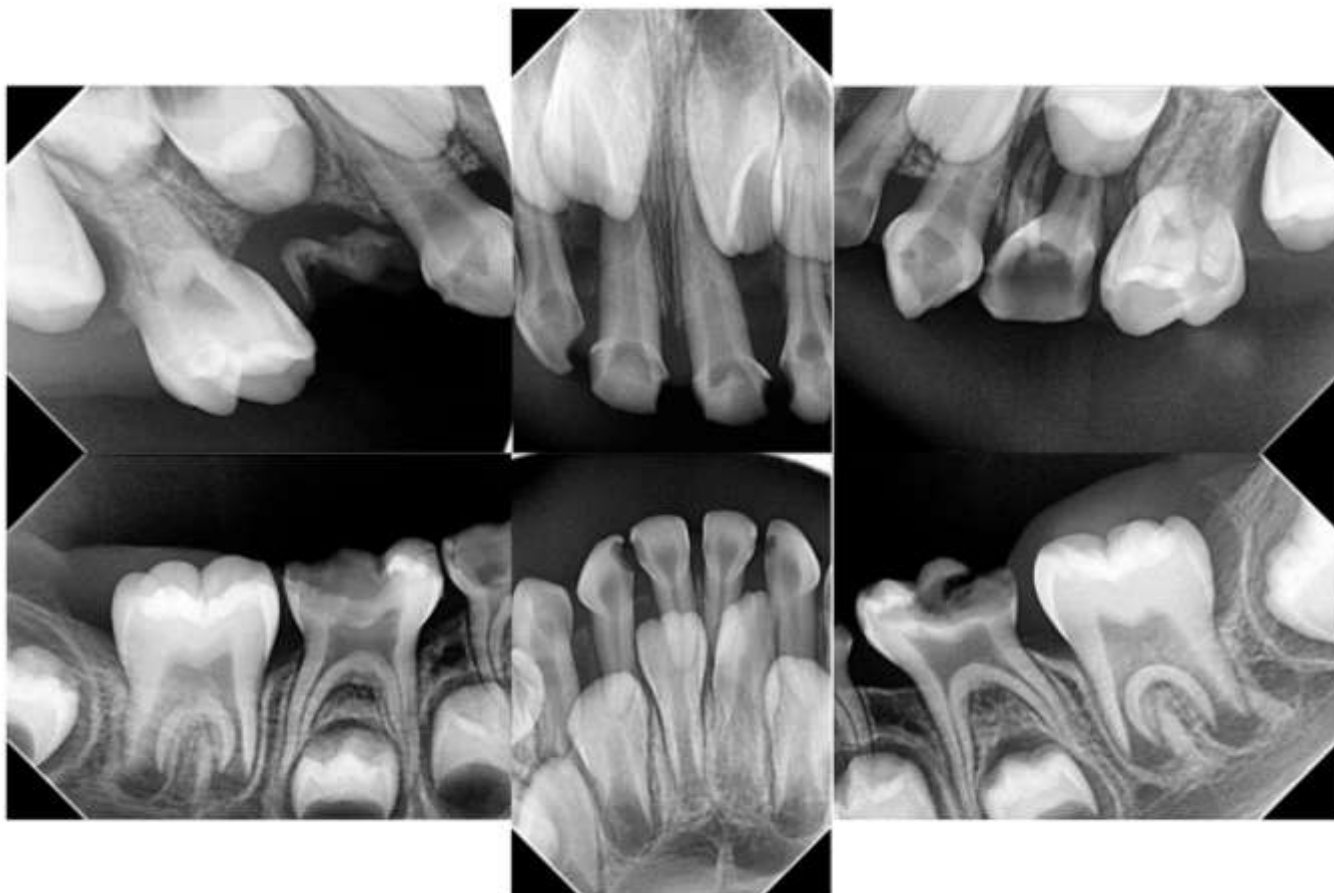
Radiografías periapicales de órganos dentales. Se diagnóstica utilizando ICDAS radiográfico donde se observa lo siguiente: RA5 en 51,52,61,72,82, RA4 en 53, RA3 en 71, 81, RA6 en 63,64,75,84,85. Resto radicular de 54.
